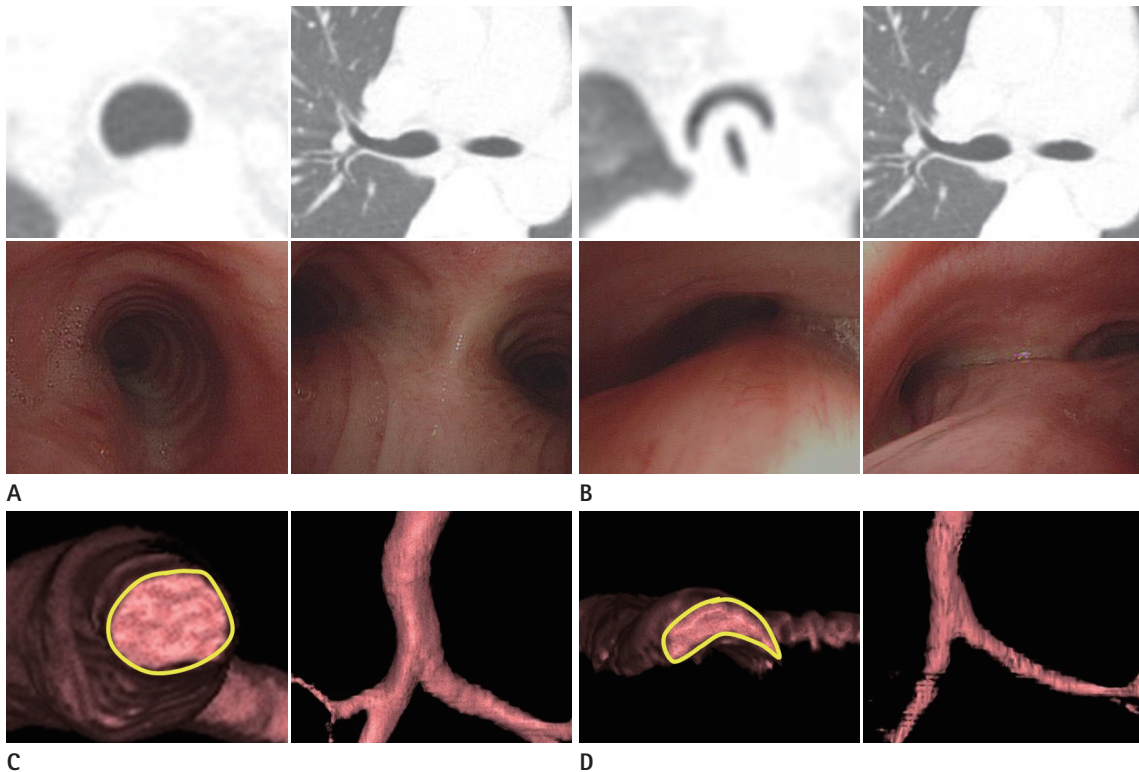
A 61-year-old woman complained of dyspnea of 2 months duration. She was diagnosed as tracheobronchomalacia by HRCT and bronchoscopy. CT and bronchoscopy images in (A) inspiration and (B) expiration. Luminal area of trachea at expiration is significantly decreased, compared with inspiration. 3D reconstructed VIDA images from HRCT images in (C) inspiration and (D) expiration. All luminal areas, wall thickness and luminal perimeter were calculated automatically by 3D reconstruction. Calculated parameters for inspiration vs. expiration are as follows - minimal luminal area: 108.90 mm² vs. 21.23 mm²; luminal perimeter: 43.72 mm vs. 23.52 mm; wall thickness: 1.65 mm vs. 1.49 mm; wall to total area ratio: 0.37 vs. 0.54.
